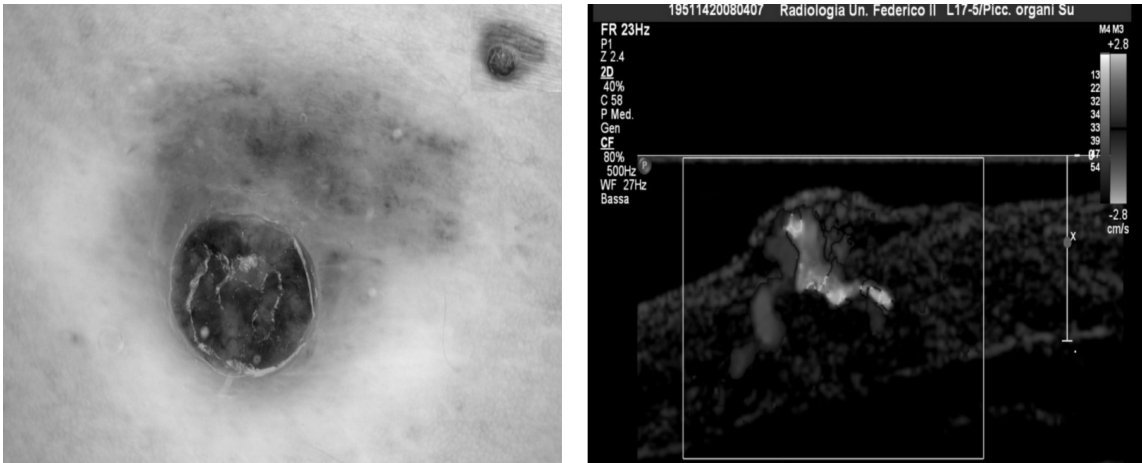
Melanoma spesso. L'ecografia mostra una neoformazione ipoeogena intensamente vascolarizzata.
